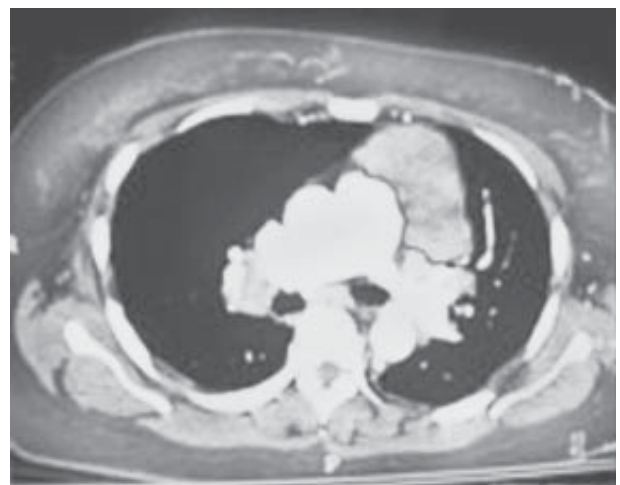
Тимома. Комп'ютерна томографія
